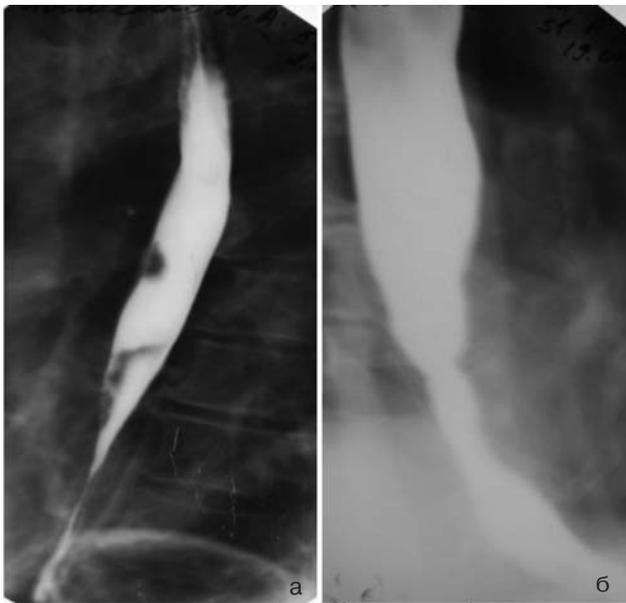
Рентгенограммы пищевода пациентки Л., 51 года, с декомпенсированной степенью непроходимости ПОСП нижнегрудного отдела: а – до лечения; б – после проведения курсов баллонной дилатации (отличный результат лечения)
